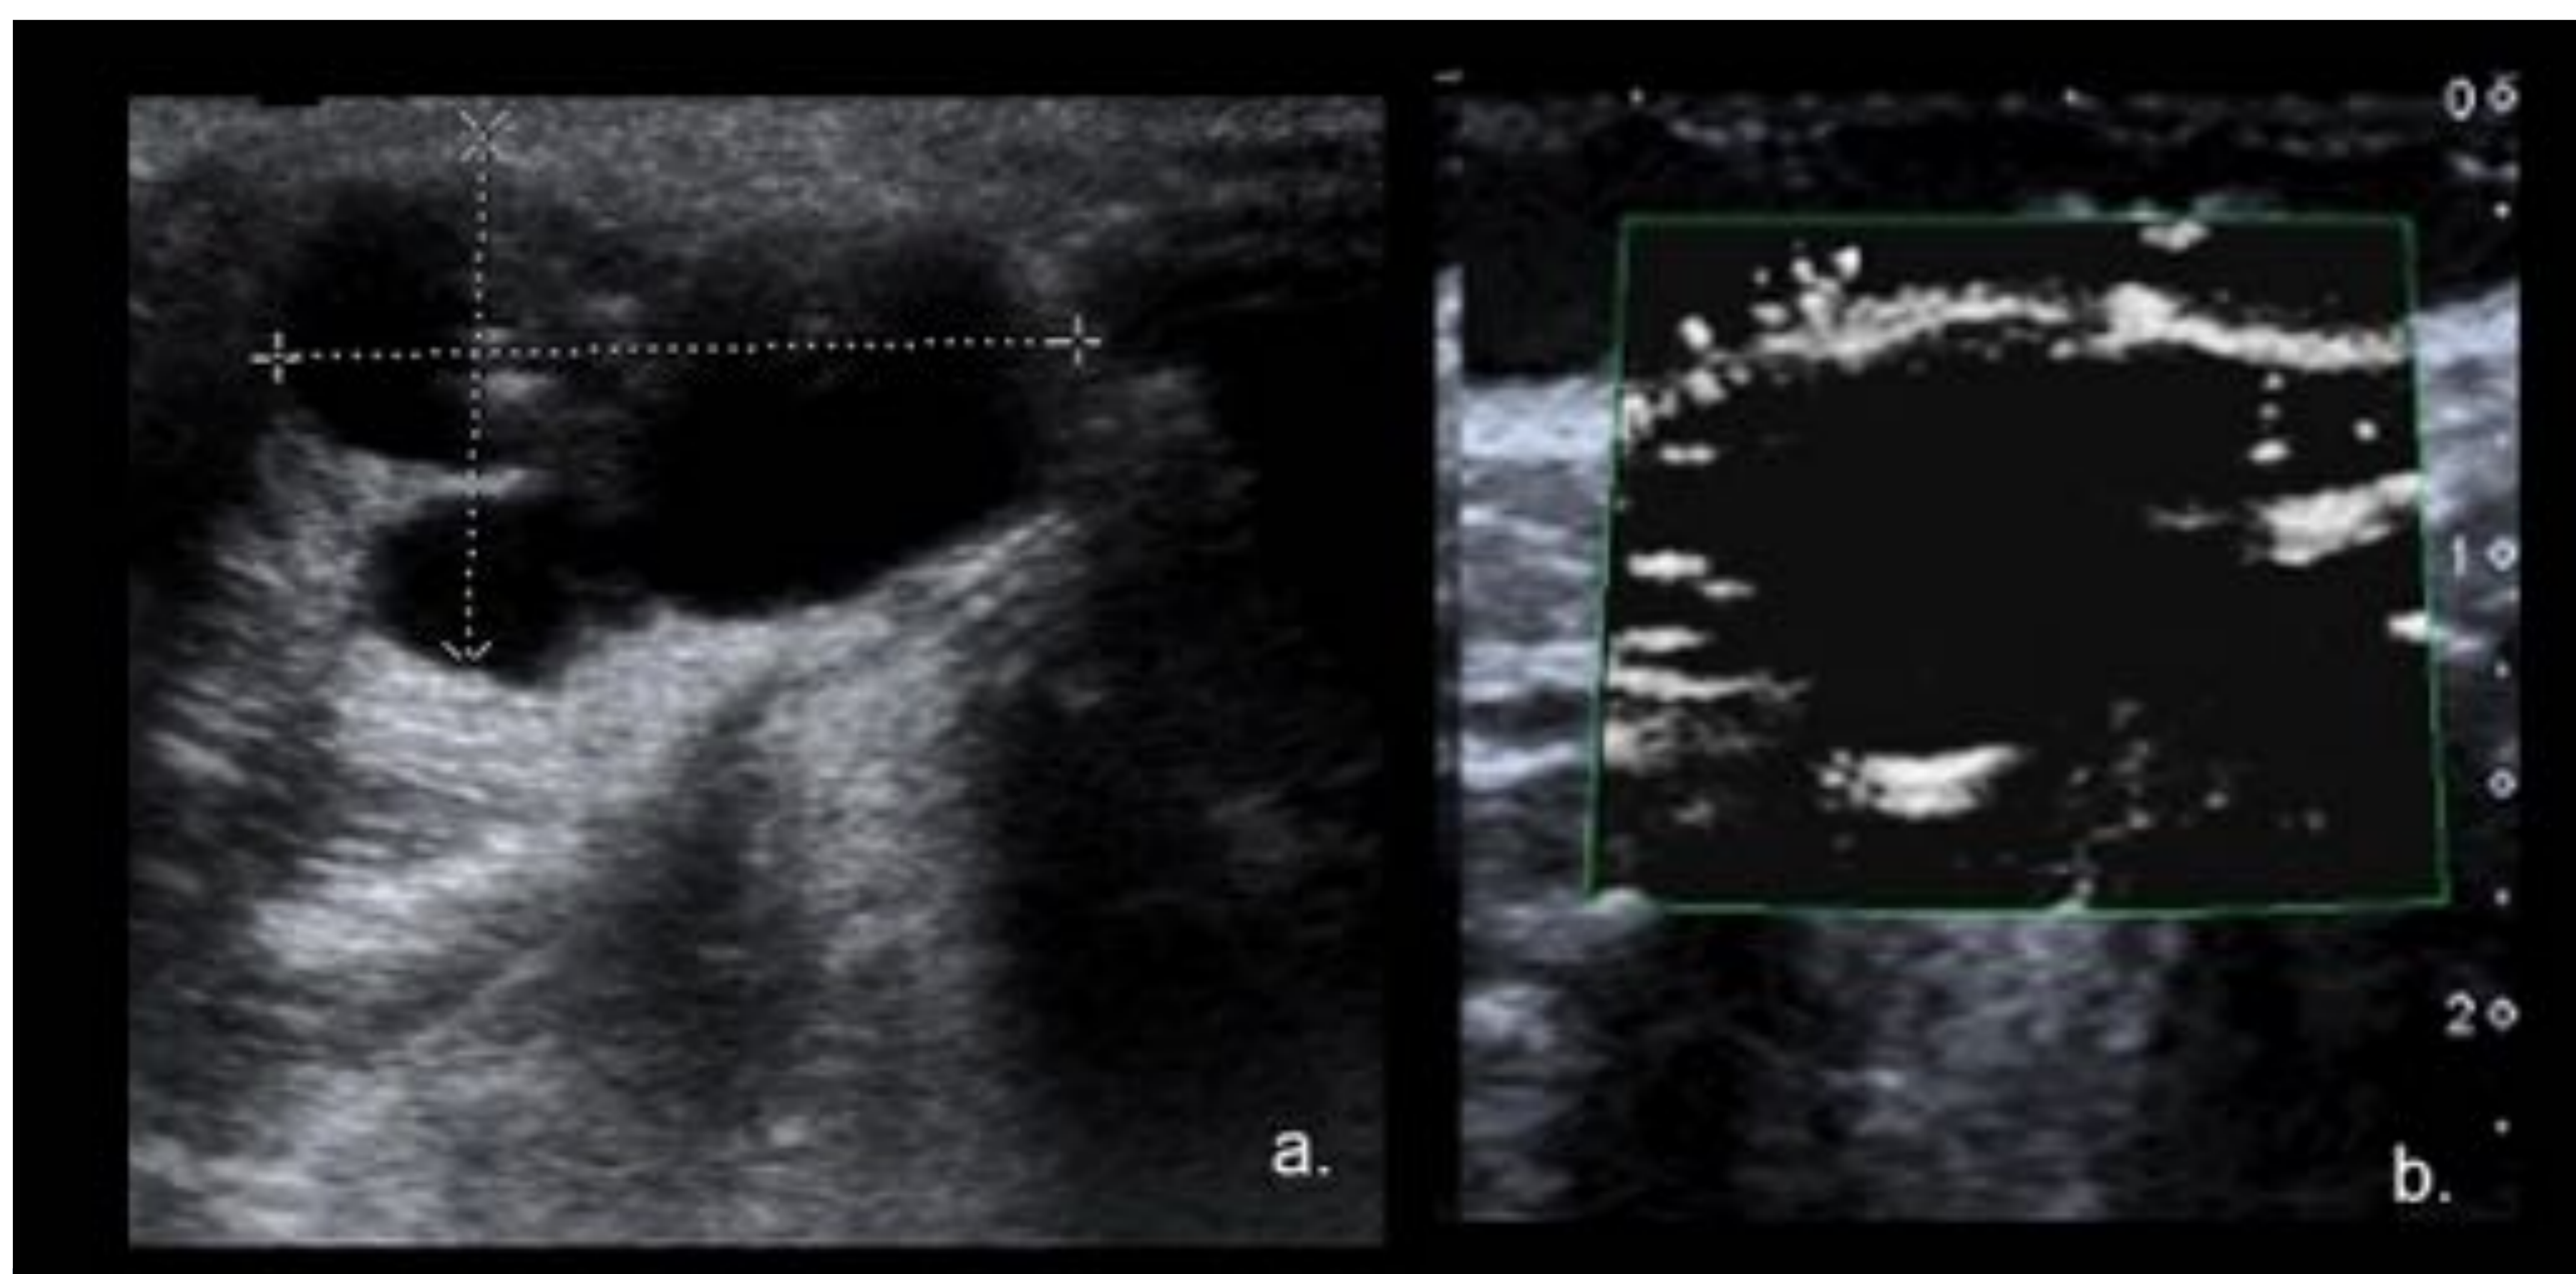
Quiste de conducto tiroglosal. Ecografía de cuello en corte axial (a.-b.) muestra una masa quística de línea media (flecha) en el cuello central superior, íntimamente asociada con el hueso hioides. Referencia: Hospital Universitario Severo Ochoa. Leganés - España.
